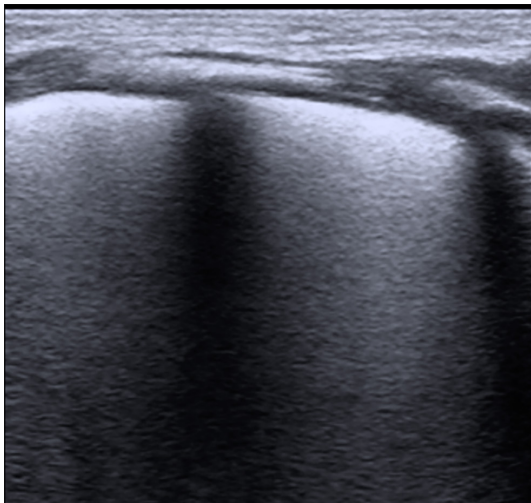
УЗИ легких новорожденного: А —А-линии отмечены стрелками, здоровый новорожденный, сканирование перпендикулярно ребрам; Б —сливающиеся В-линии отмечены стрелками, новорожденный с ТТН, сканирование перпендикулярно ребрам
